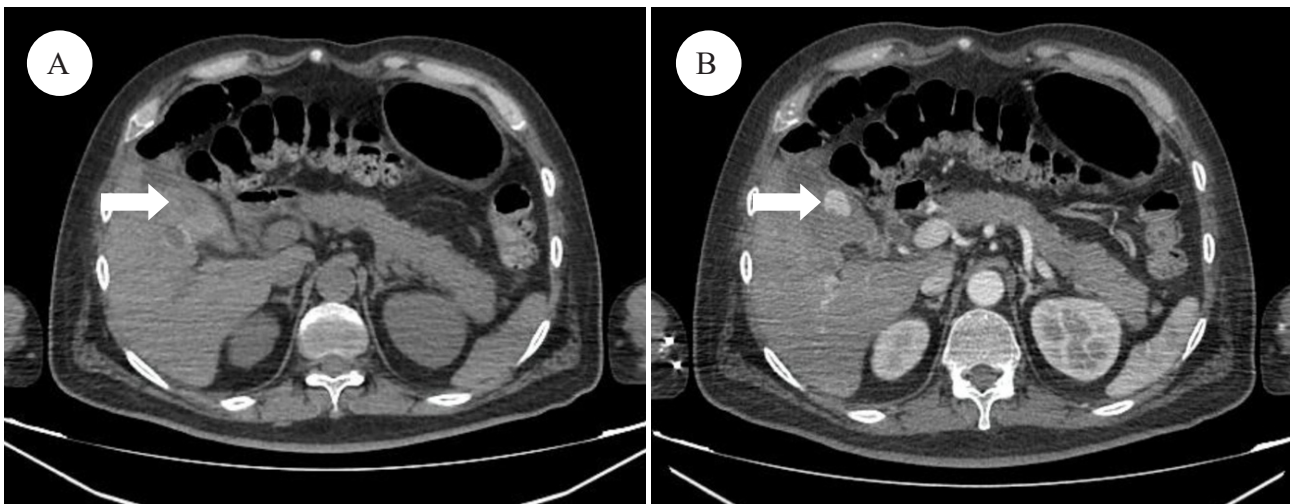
Tomografía de abdomen (A): sin contraste, vesícula biliar de contenido heterogéneo. (Flecha). (B): con contraste, fase arterial, presencia de imagen nodular intravesicular que realza tras la administración de contraste (Flecha).
